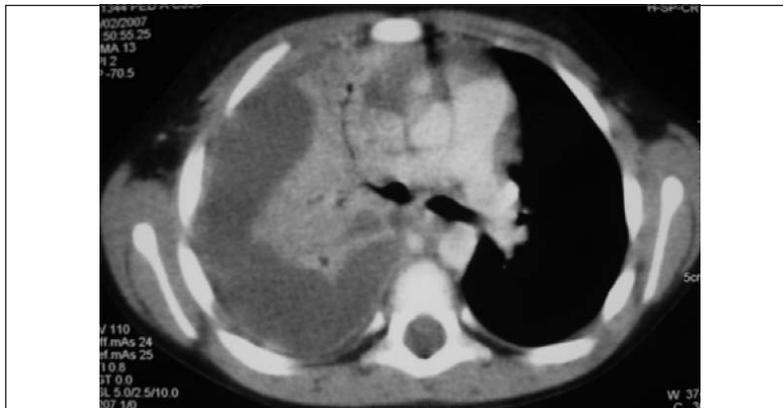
Tomografía computada. Empiema pleural Signo de la pleura partida.
